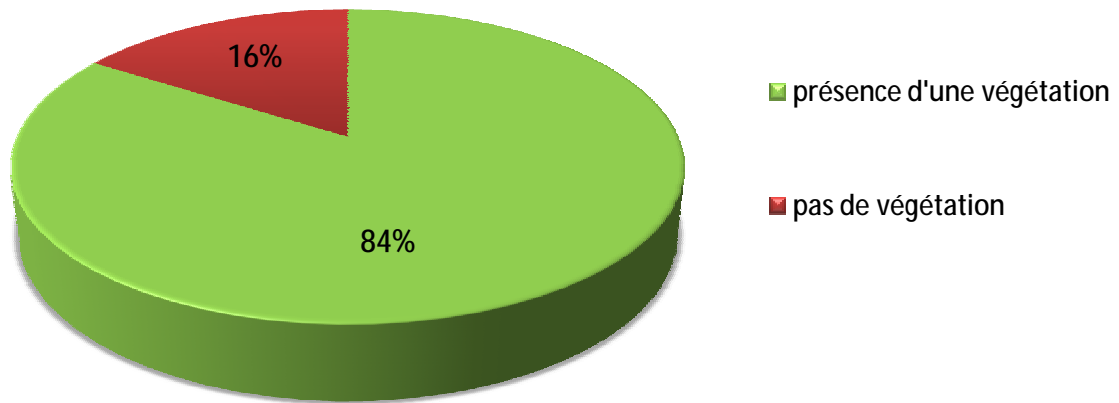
Recherche des végétations à l'échocardiographie trans-thoracique
